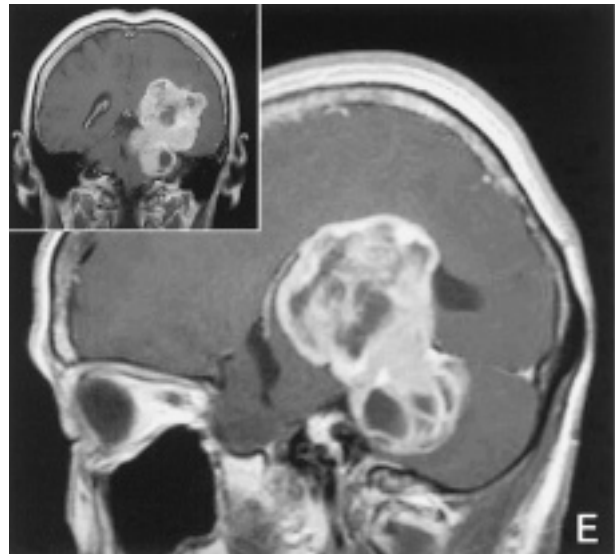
MRI写真 (E) 腫瘍はテント上下に進展.
